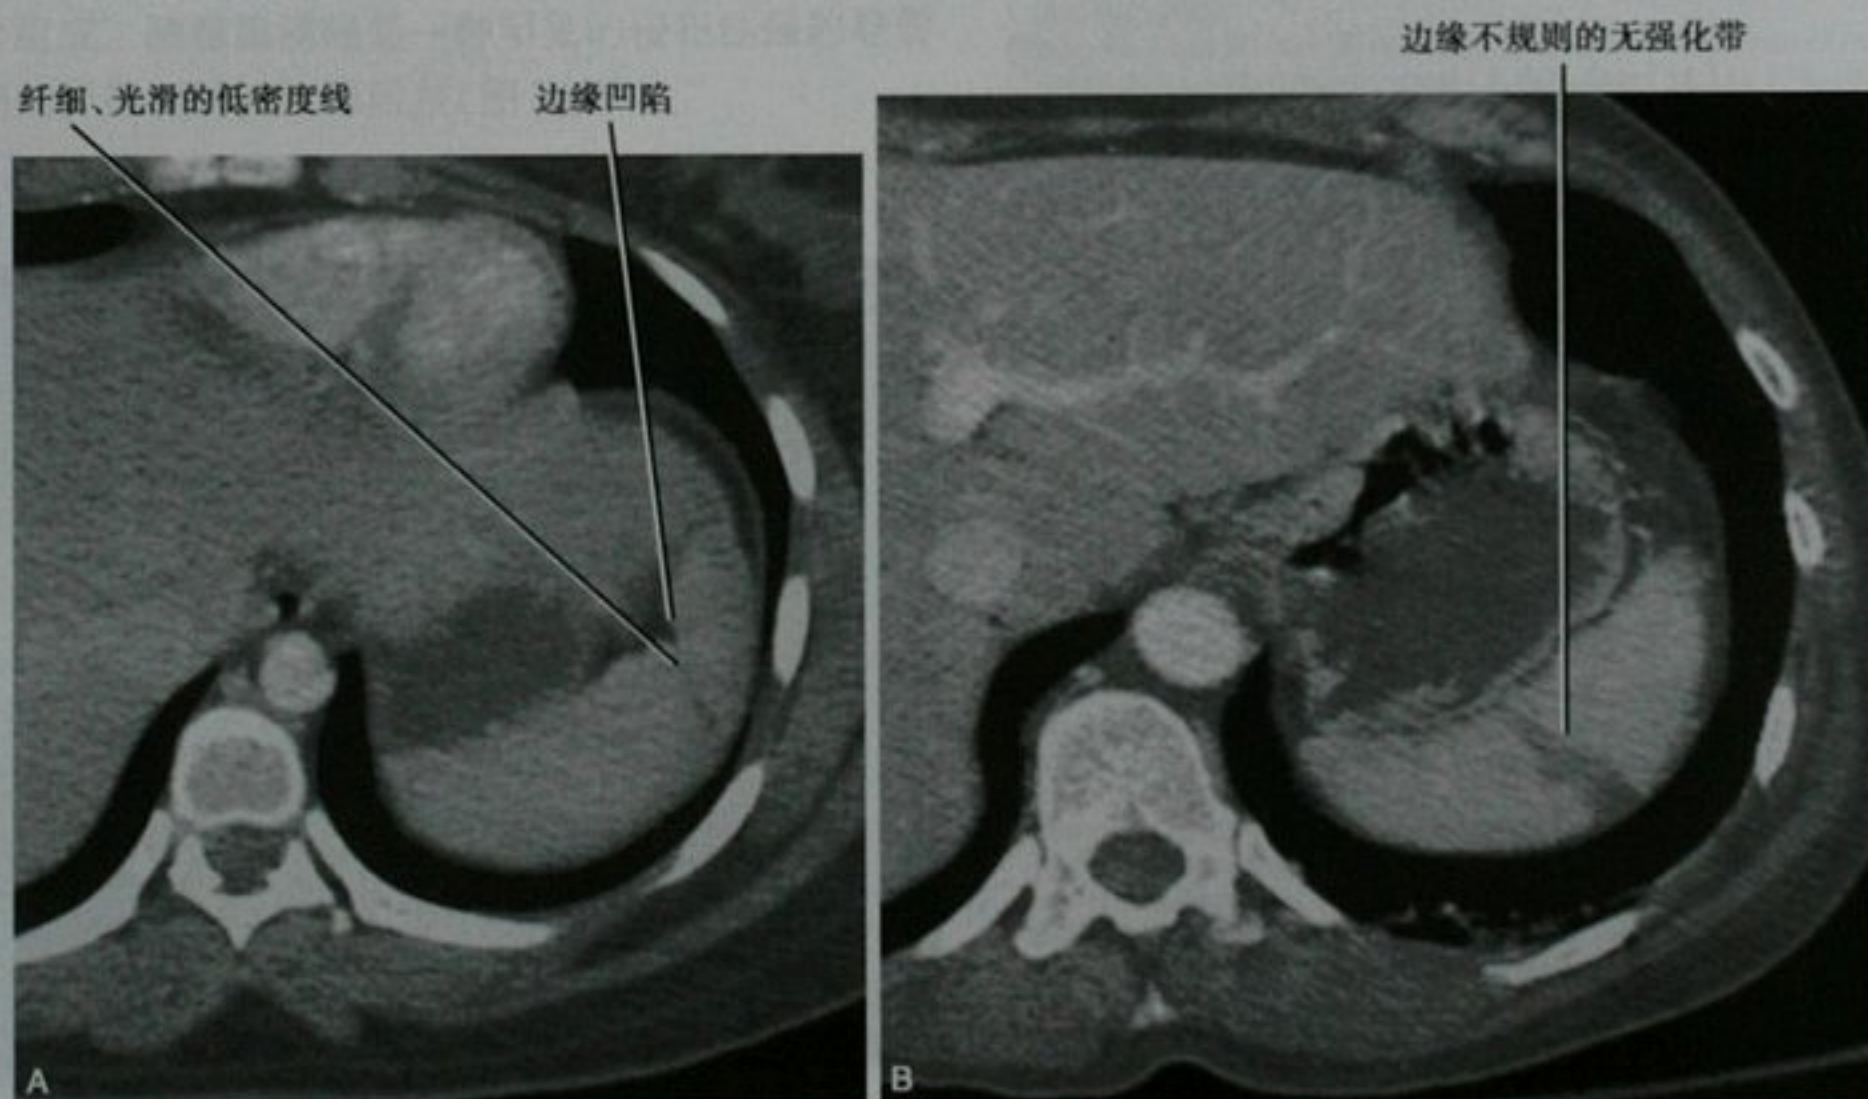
脾裂患者(A)和脾破裂患者(B)的 CT 增强横断面扫描图像
